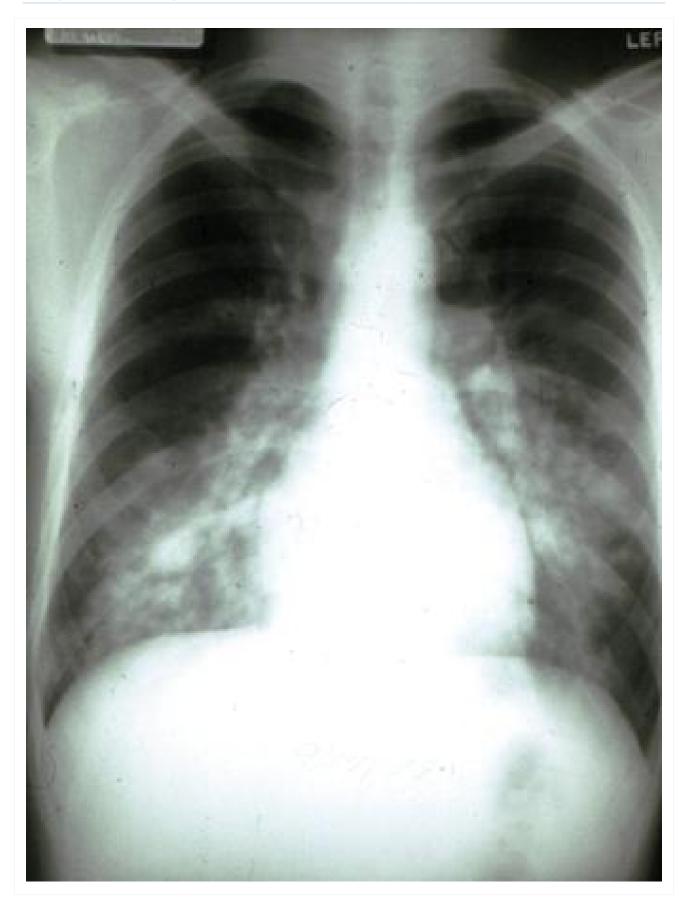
Radiografia torácica de edema pulmonar por grande altitude
